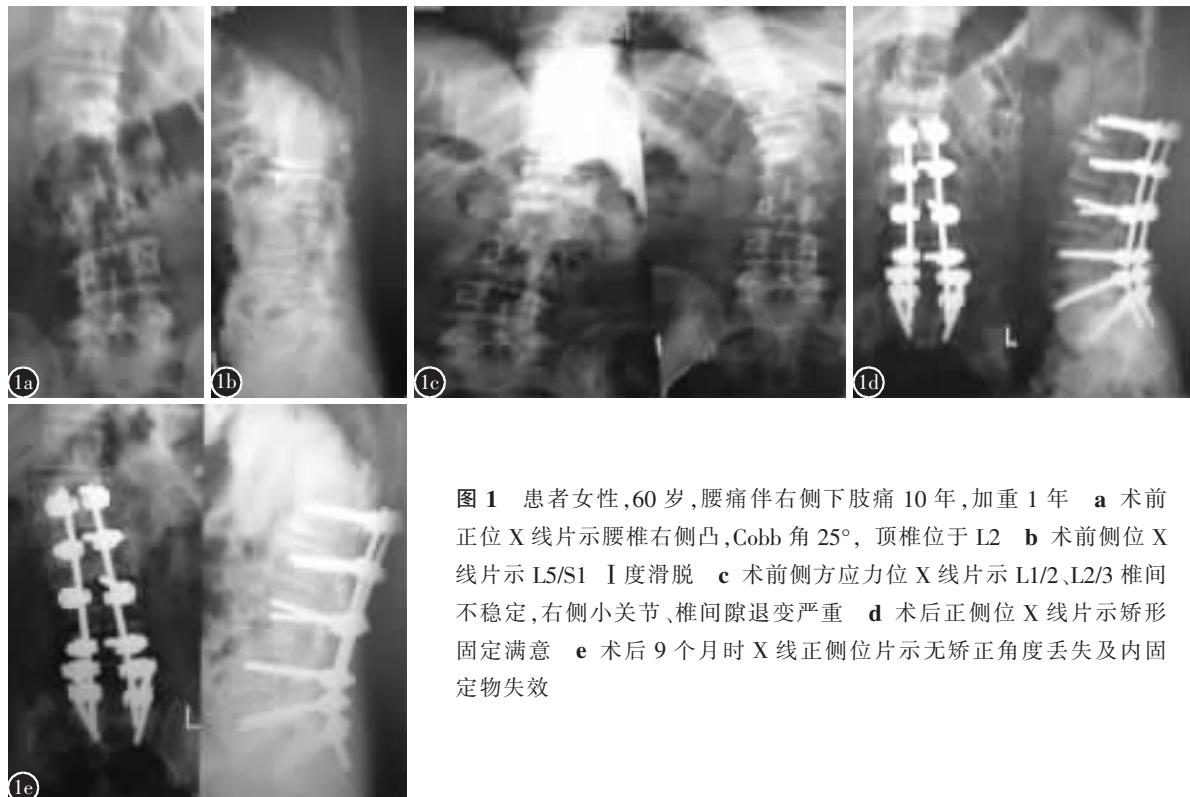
患者女性,60岁,腰痛伴右侧下肢痛10年,加重1年 a 术前正位X线片示腰椎右侧凸,Cobb角25°,顶椎位于L2 b 术前侧位X线片示L5/S1 I度滑脱 c 术前侧方应力位X线片示L1/2、L2/3椎间不稳定,右侧小关节、椎间隙退变严重 d 术后正位X线片示矫形固定满意 e 术后9个月时X线正侧位片示无矫正角度丢失及内固定物失效
